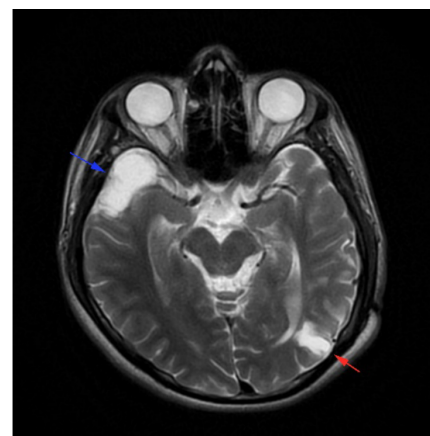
Cranial MRI of the same case taken after 3.5 years - Left parietooccipital and right frontotemporal gliotic encephalomalacic areas
